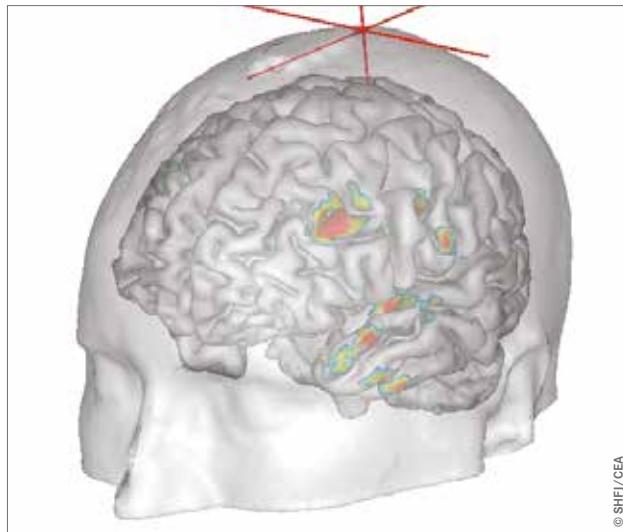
Images IRM en 3D des structures corticales et sous-corticales du cerveau. © SHFI/CEA
